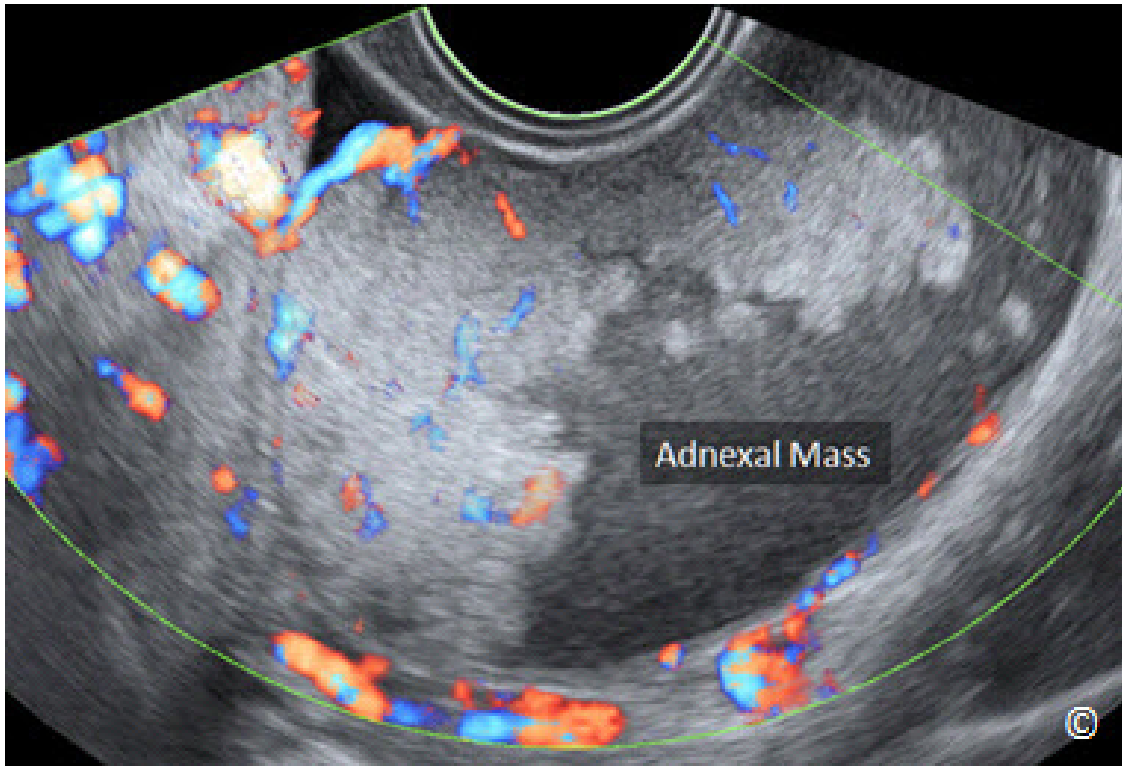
Modo de Doppler de Potencia o Poder mostrando vascularización dentro de un tumor de ovario borderline. El Modo Doppler de Potencia o Poder es útil en la detección de flujo de baja velocidad.
